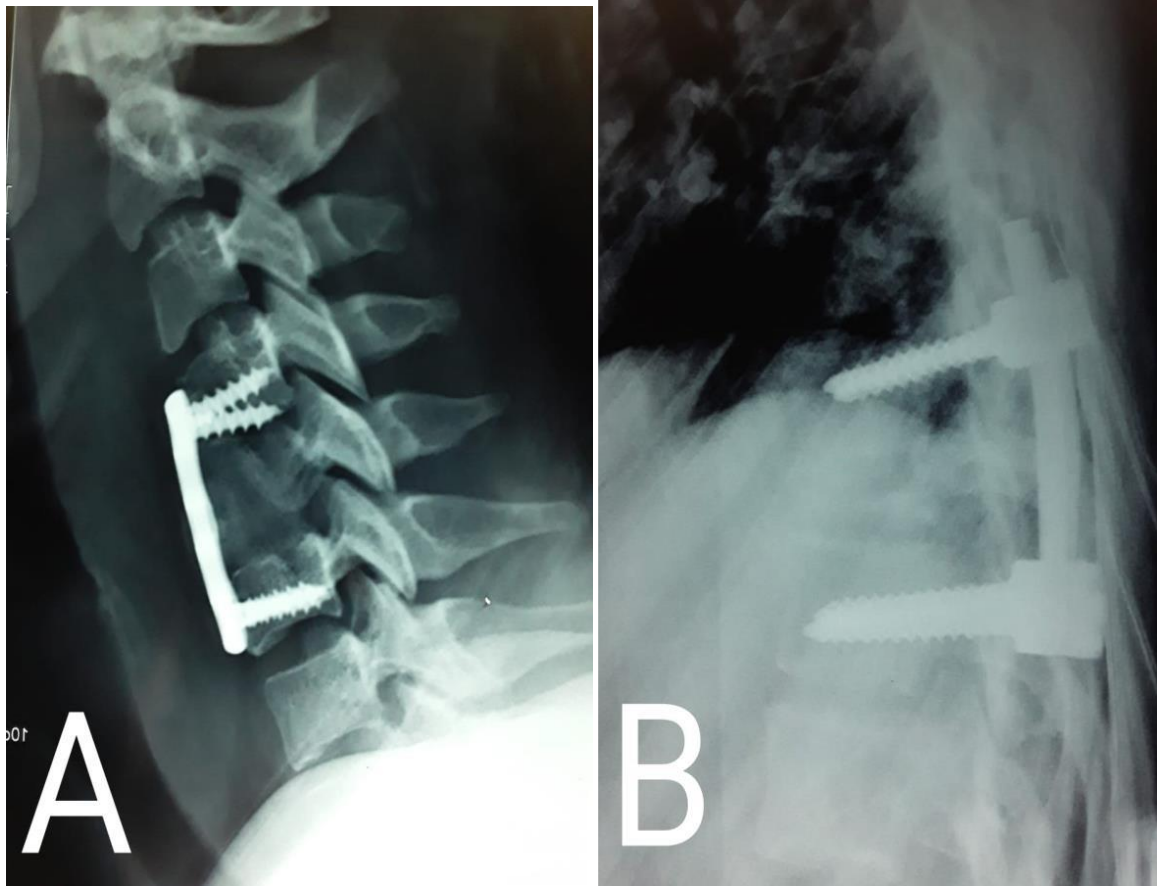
Radiographie cervicale de profil (A) montrant une plaque vissée en C4 et C6 ; Radiographie dorsale de face (B) montrant un montage par vissage pédiculaire en regard de D9 et D11.
